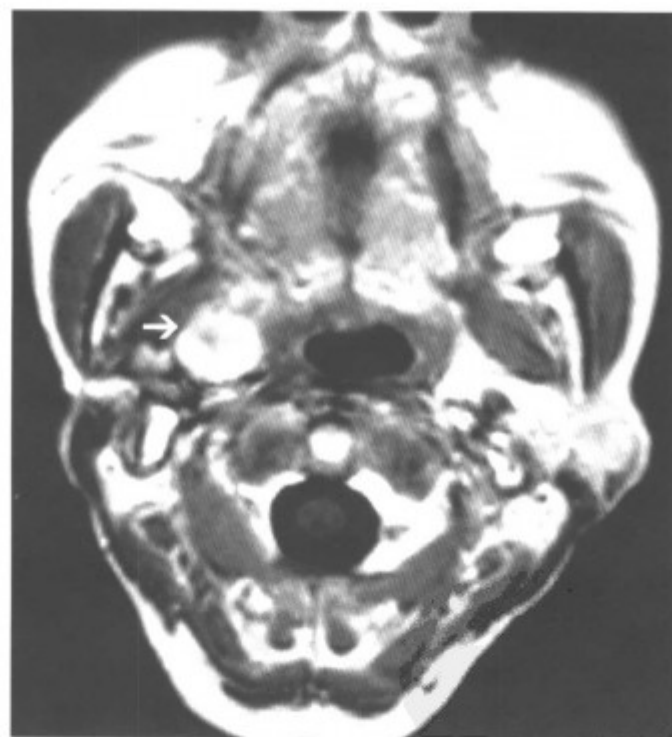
右软腭、咽旁多发小涎腺混合瘤 (MRI-T₁WI 增强扫描, 右软腭、咽旁见明显强化肿瘤〈箭头〉, 边界光滑清楚)
